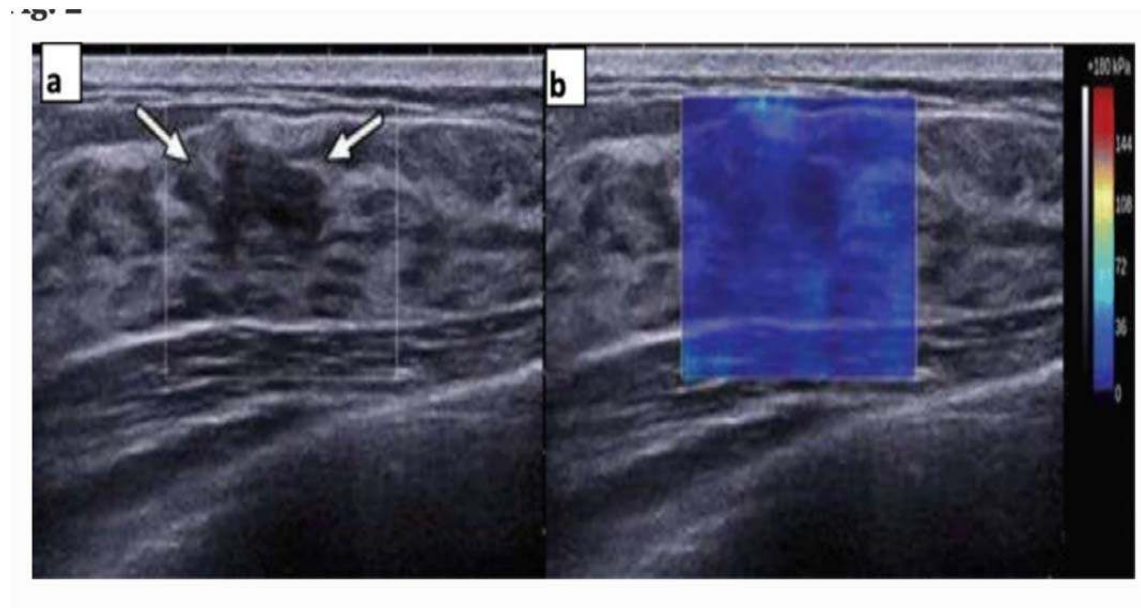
Histopatolojik tanısı fibrokistik leyon olan lezyonun Gerinim Elastografide B-mod sonografi (A) ve sonoelastografi (B) inceleme görüntüsü.
